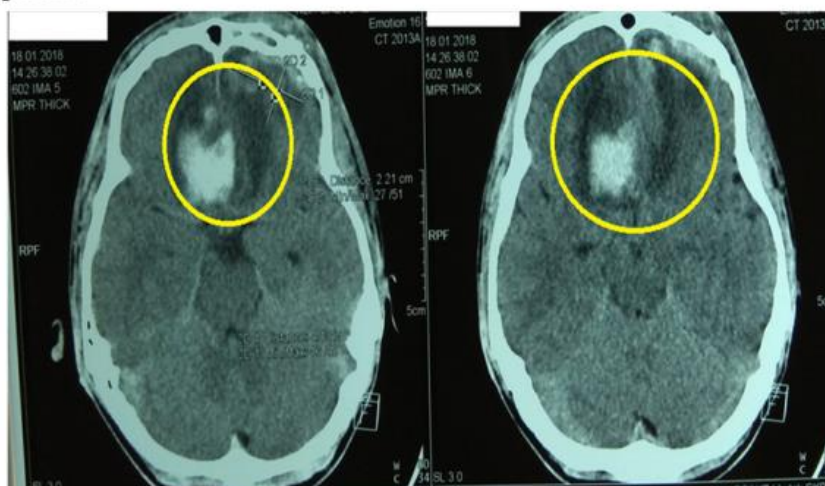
КТ-данные пациента с описанием в динамике
